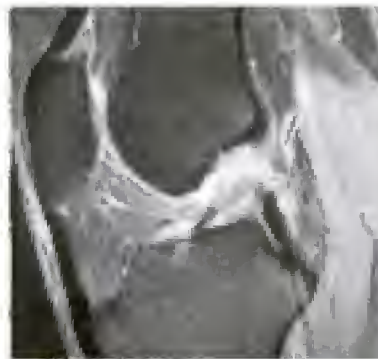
Lésion du LCA à l'IRM.
